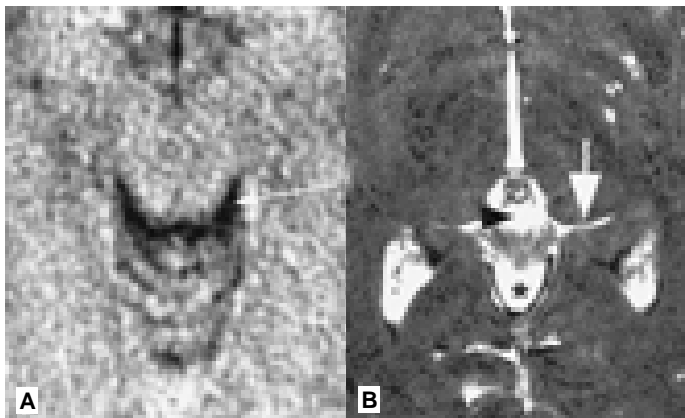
A) Imagen de TC simple, que pasa por la lámina cuadrigemina, y B) Imagen de RM axial a través de los tálamos. Flecha larga muestra la cisterna ambiens; flecha grande, cisterna ala de ambiens o retropulvinar; * cisterna vermiana superior; cabeza de flecha, cisterna de la vena de Galeno.
